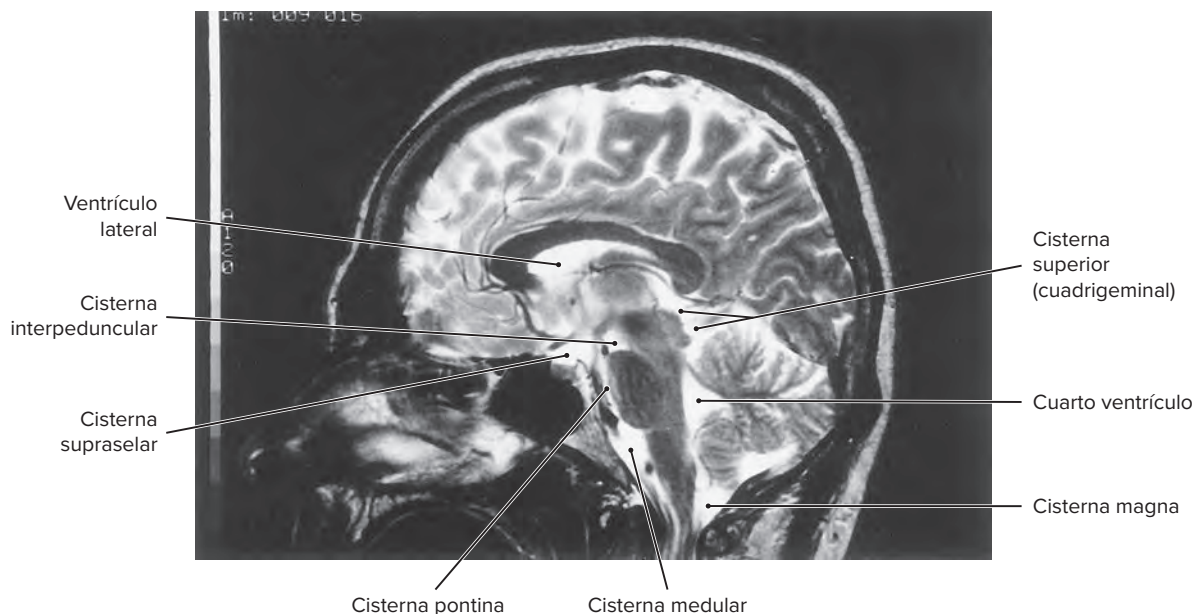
Imagen por RM mediosagital en fase T2 de las principales cisternas subaracnoideas.
